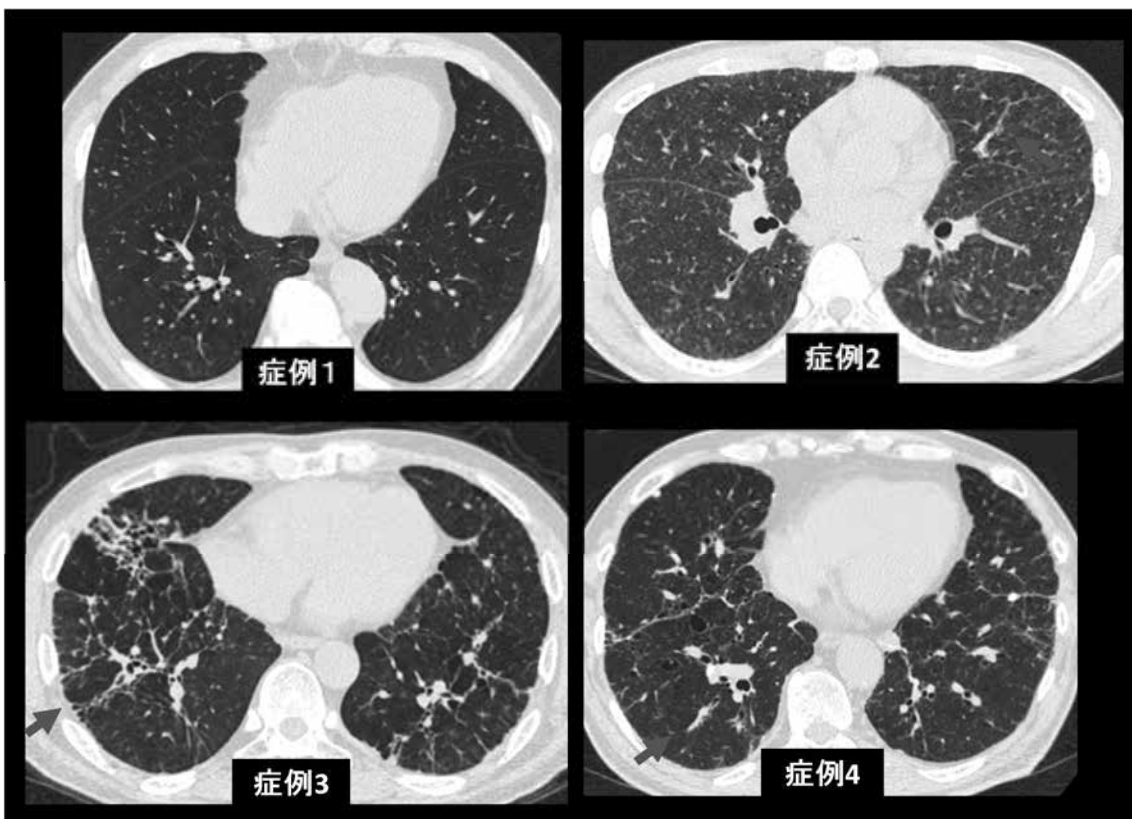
胸部 CT 画像 軽度の気管支血管束肥厚
